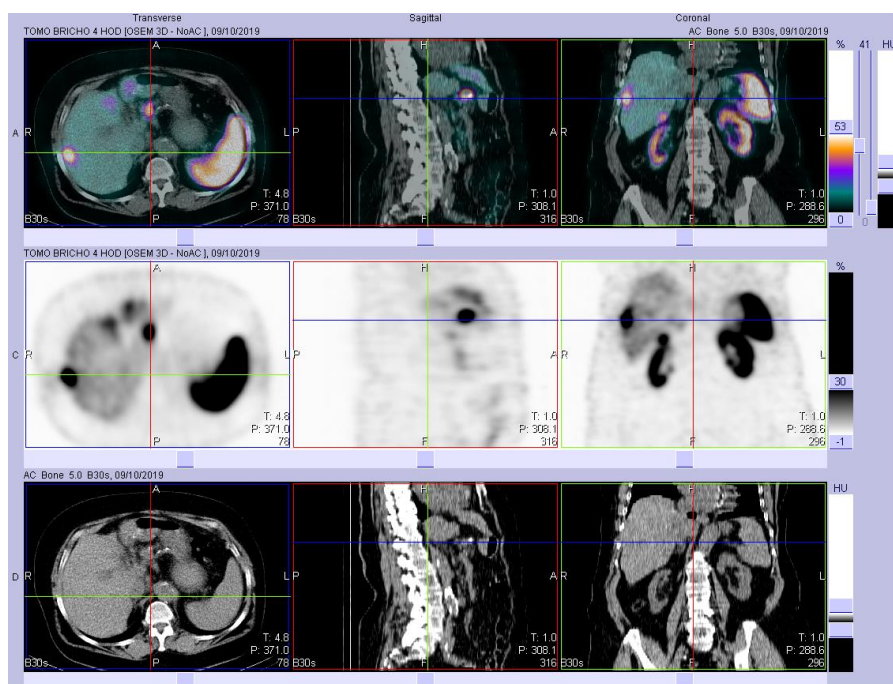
scintigrafie - fyziologická akumulace tektrotydu
